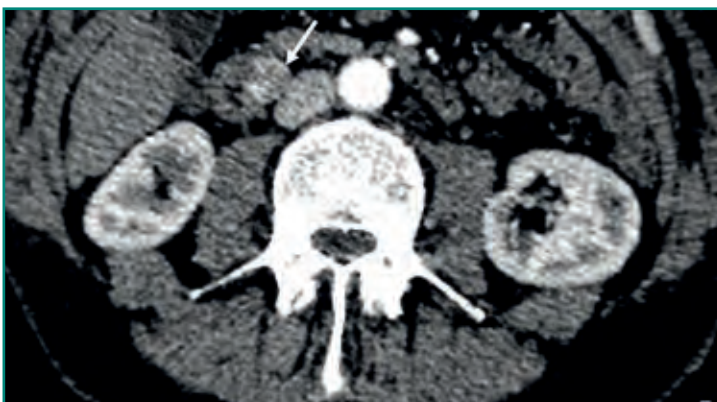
TC abdominal en fase arterial que demuestra un nódulo hipervascular duodenal (flecha) compatible con un tumor neuroendocrino.
